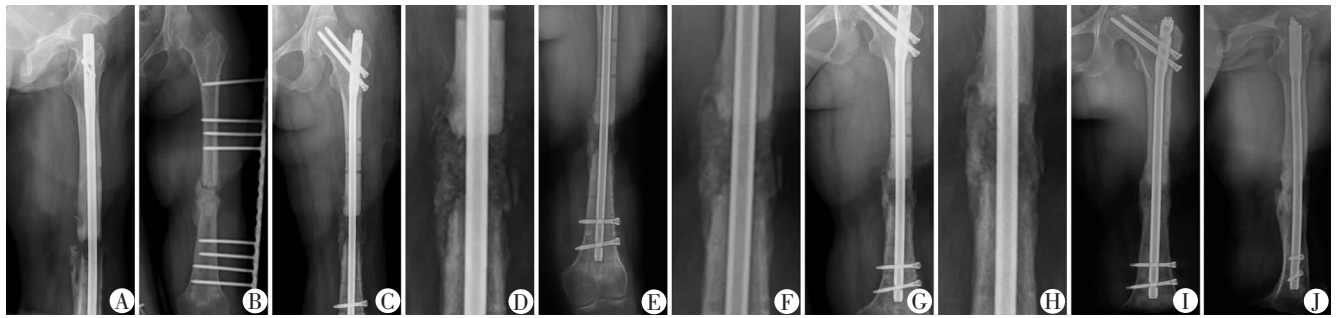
1例股骨创伤后骨髓炎患者行Masquelet骨重建手术前后X线片表现
